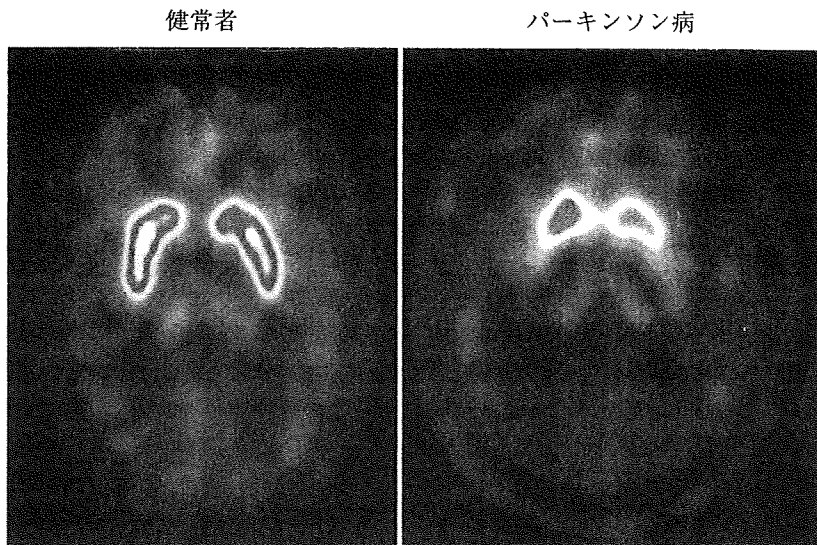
6-[¹⁸F]フルオロ-L-ドーパ PET の画像
